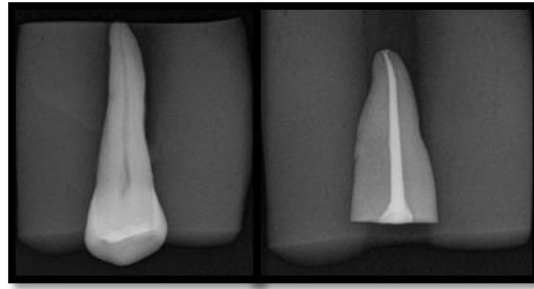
Radiografia pré-operatória e pós operatória de controlo.
